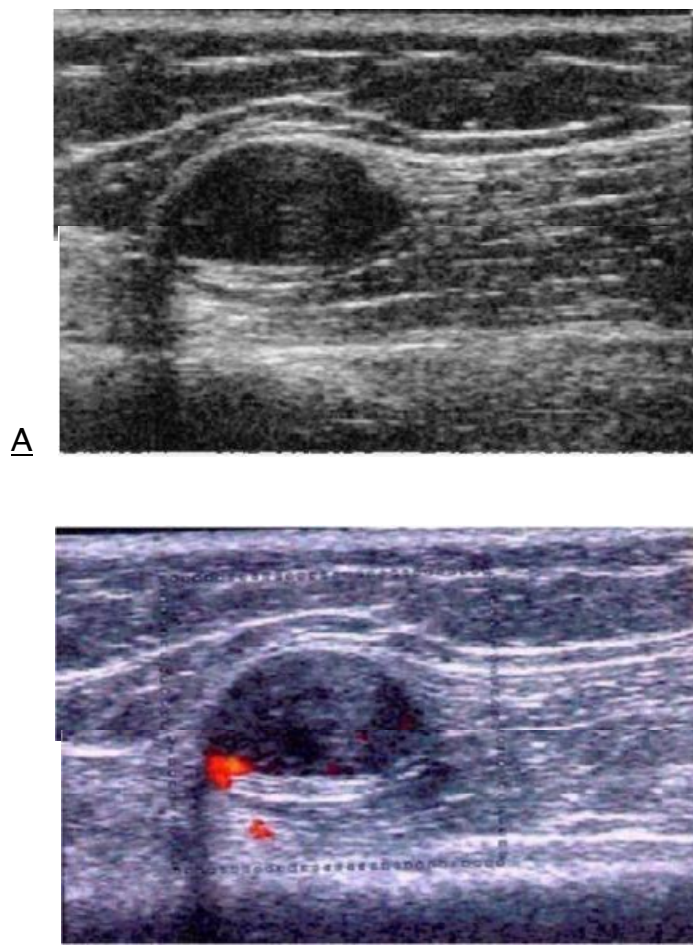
A : échographie : masse hypoéchogène hétérogène faisant 6cm de grand axe.
